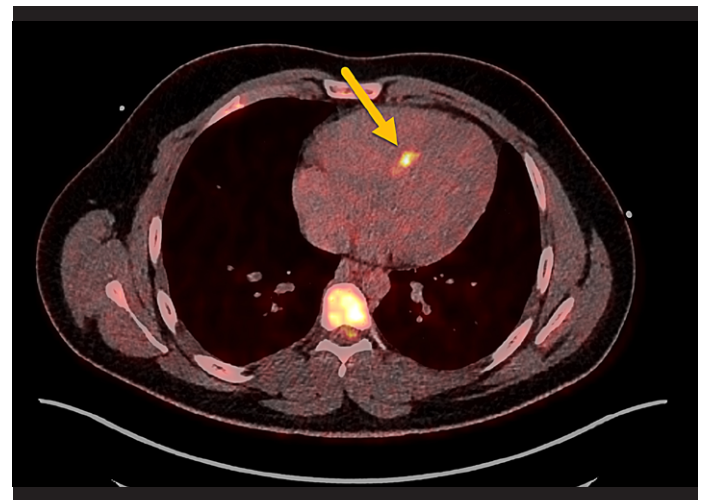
18F-FDG PET/CT: Fokaler FDG-Uptake septal im Sinne einer Myokarditis. Ansonsten regelrechte Suppression des physiologischen kardialen Metabolismus durch vorangehende Atkins-Diät 72 h und 6 h Fasten vor der Untersuchung.
